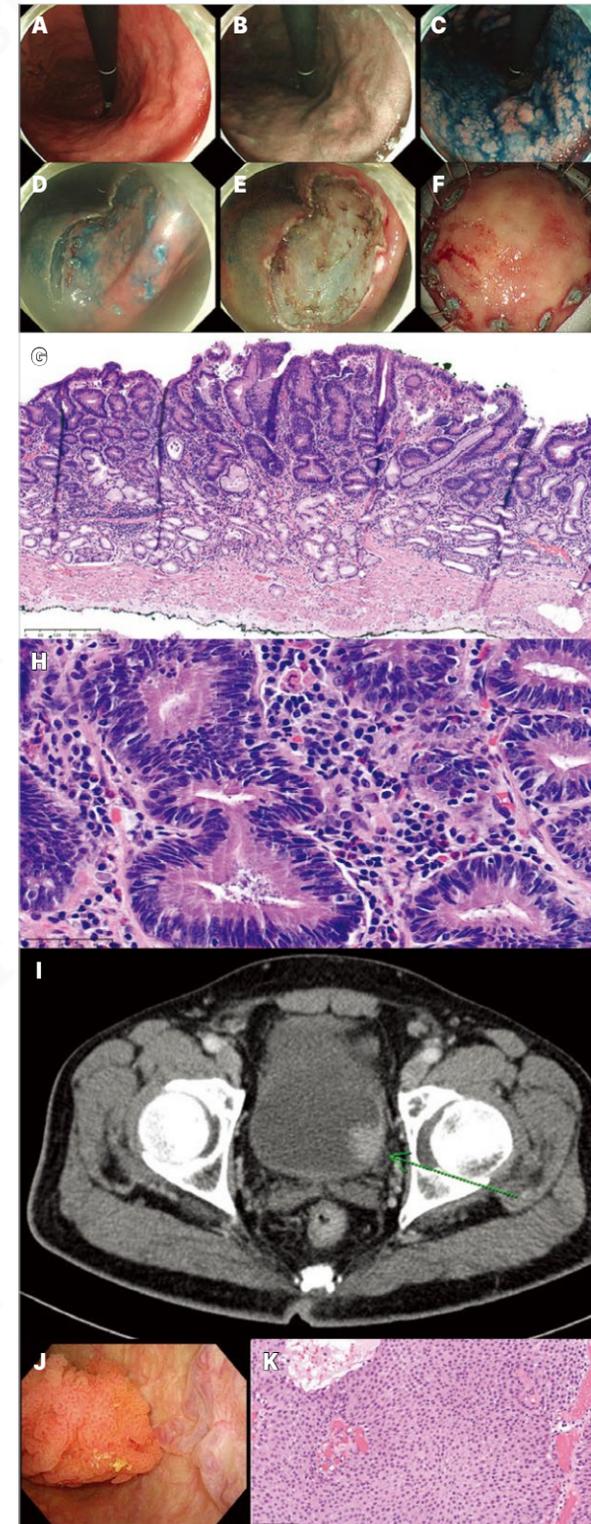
고도선종에 대한 ESD. (A-F) 위체하부 소만의 flat elevated type의 고도선종에 대한 ESD. (G, H) 최종병리: tubular adenoma with high grade dysplasia. (I) ESD 전 CT에서 우연히 방광 종양을 발견했다. (J) 비뇨기과에 의뢰해 TUR-B를 시행했다. (K) 최종병리: papillary urothelial carcinoma, grade II/III without stromal invasion.
